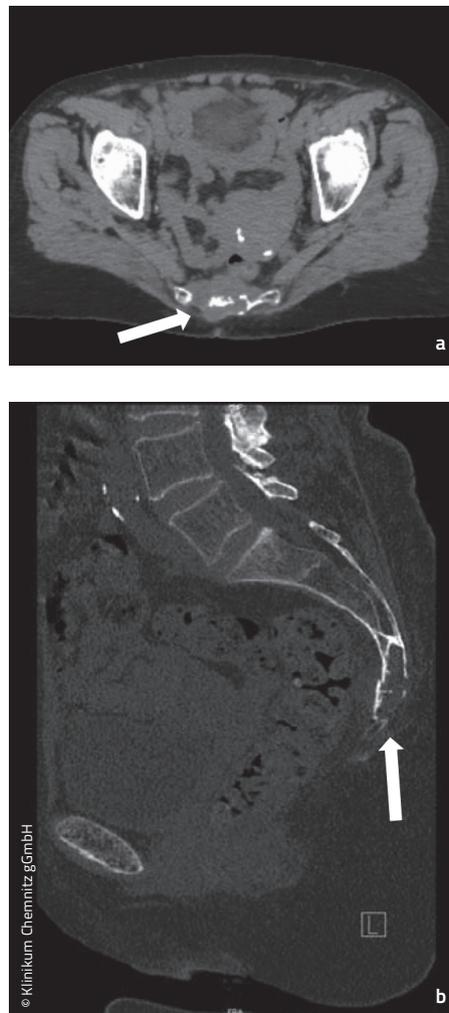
a, b: CT des Beckens nativ: Osteolytischer Tumor (mit Pfeil markiert) im Os coccygis mit Weichteilkomponente im Weichteil- (a) und im Knochenfenster (b)
